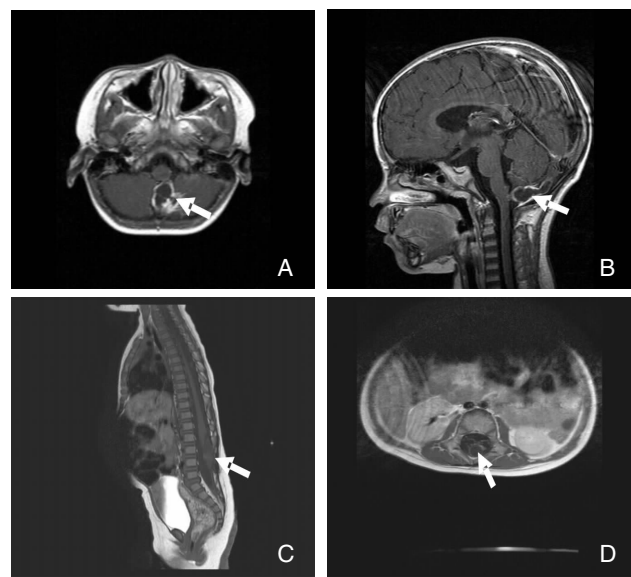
皮毛窦的MRI表现 A: MRI横轴位增强扫描示硬脑膜内脑实质外皮样囊肿;B: MRI矢状位增强扫描示硬脑膜内脑实质外皮样囊肿;C: MRI矢状位T1W1示硬脊膜内髓外皮样囊肿;D: MRI横轴位T2W1示硬脊膜内、髓外皮样囊肿。
